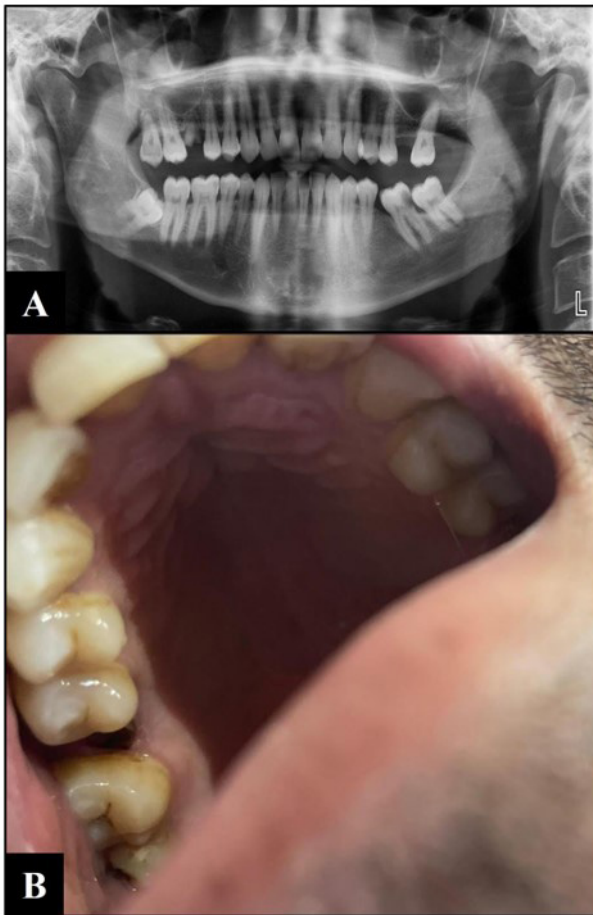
(A) Dental caries on X-ray and (B) Clinical examination.
